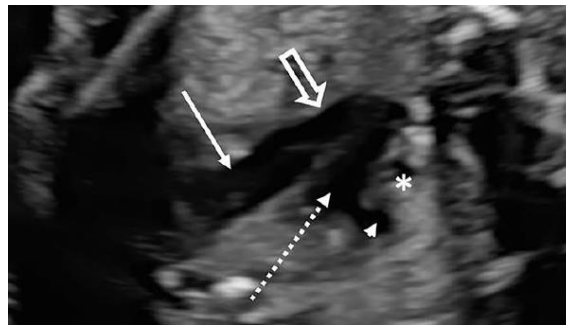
Plano de tres vasos tráquea de una ecocardiografía normal.
